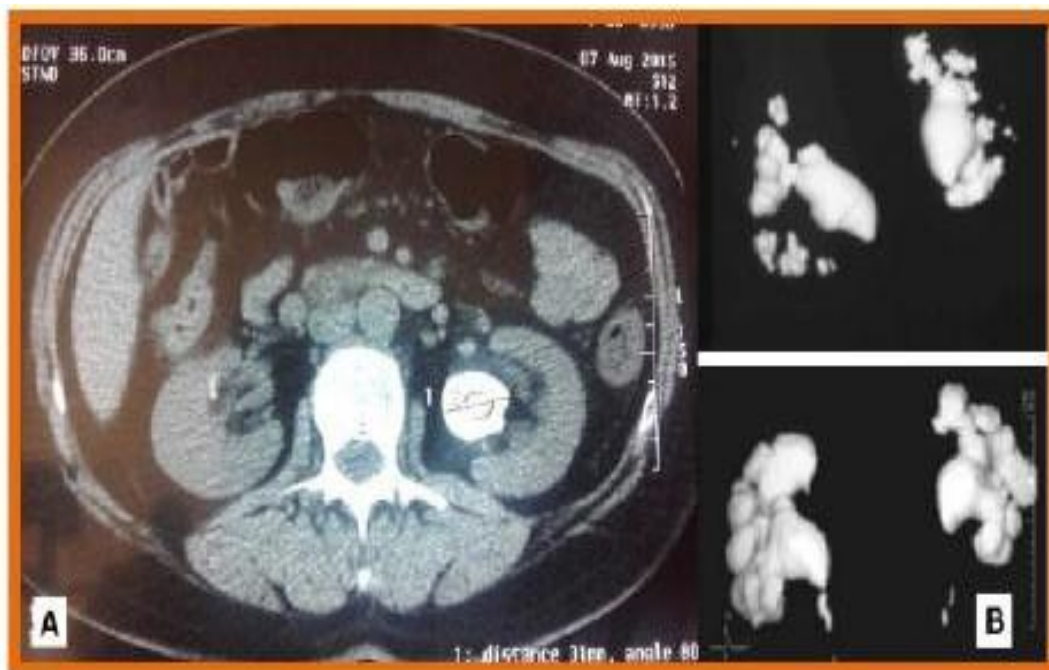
A : TDM montrant une lithiase pyélique gauche.
